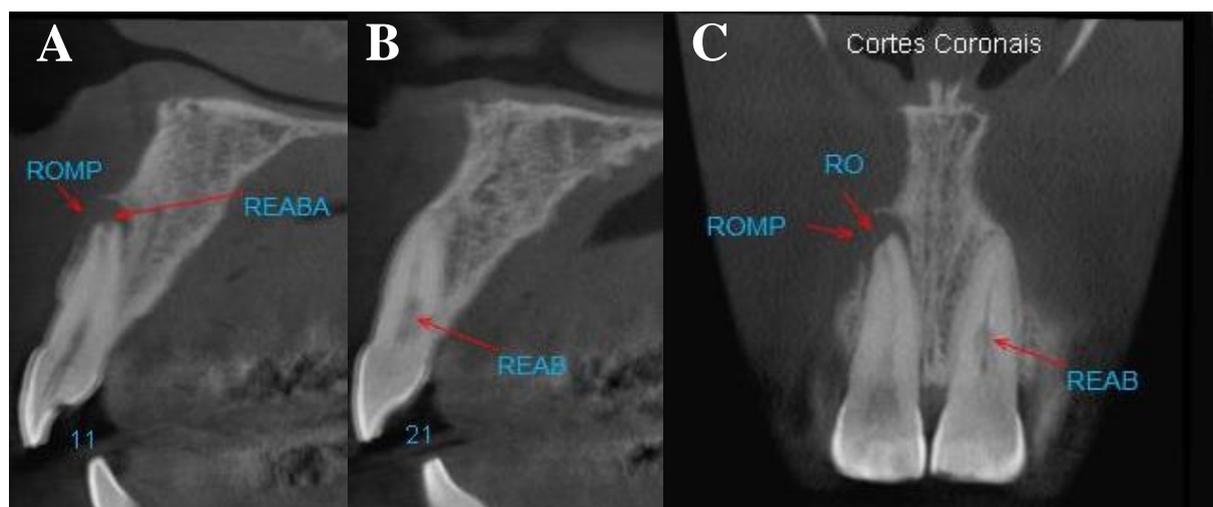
Tomografia computadorizada de feixe cônico mostrando reabsorção inflamatória interna e externa dos dentes incisivo central superior esquerdo (21) e direito (11), respectivamente. A. Corte sagital (11). B. Corte sagital (21). C. Corte coronal (11 e 21). ROMP: rompimento da cortical óssea. REABA: reabsorção externa. REAB: reabsorção interna. RO: reabsorção óssea.
